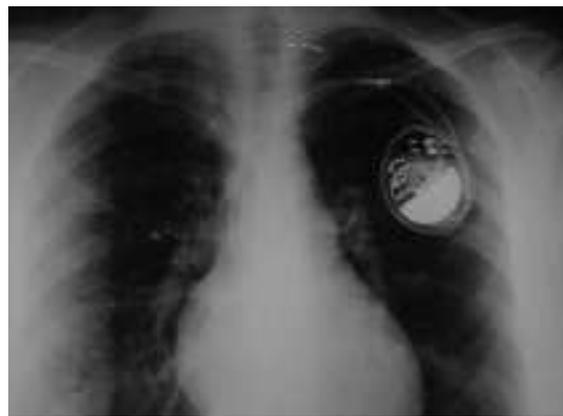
Radiografía posteroanterior de tórax en la que se observa la rotación sufrida por el generador en su eje horizontal posteroanterior. El cable auricular ha perdido el contacto con el endocardio y el ventricular está a punto de desprenderse.
